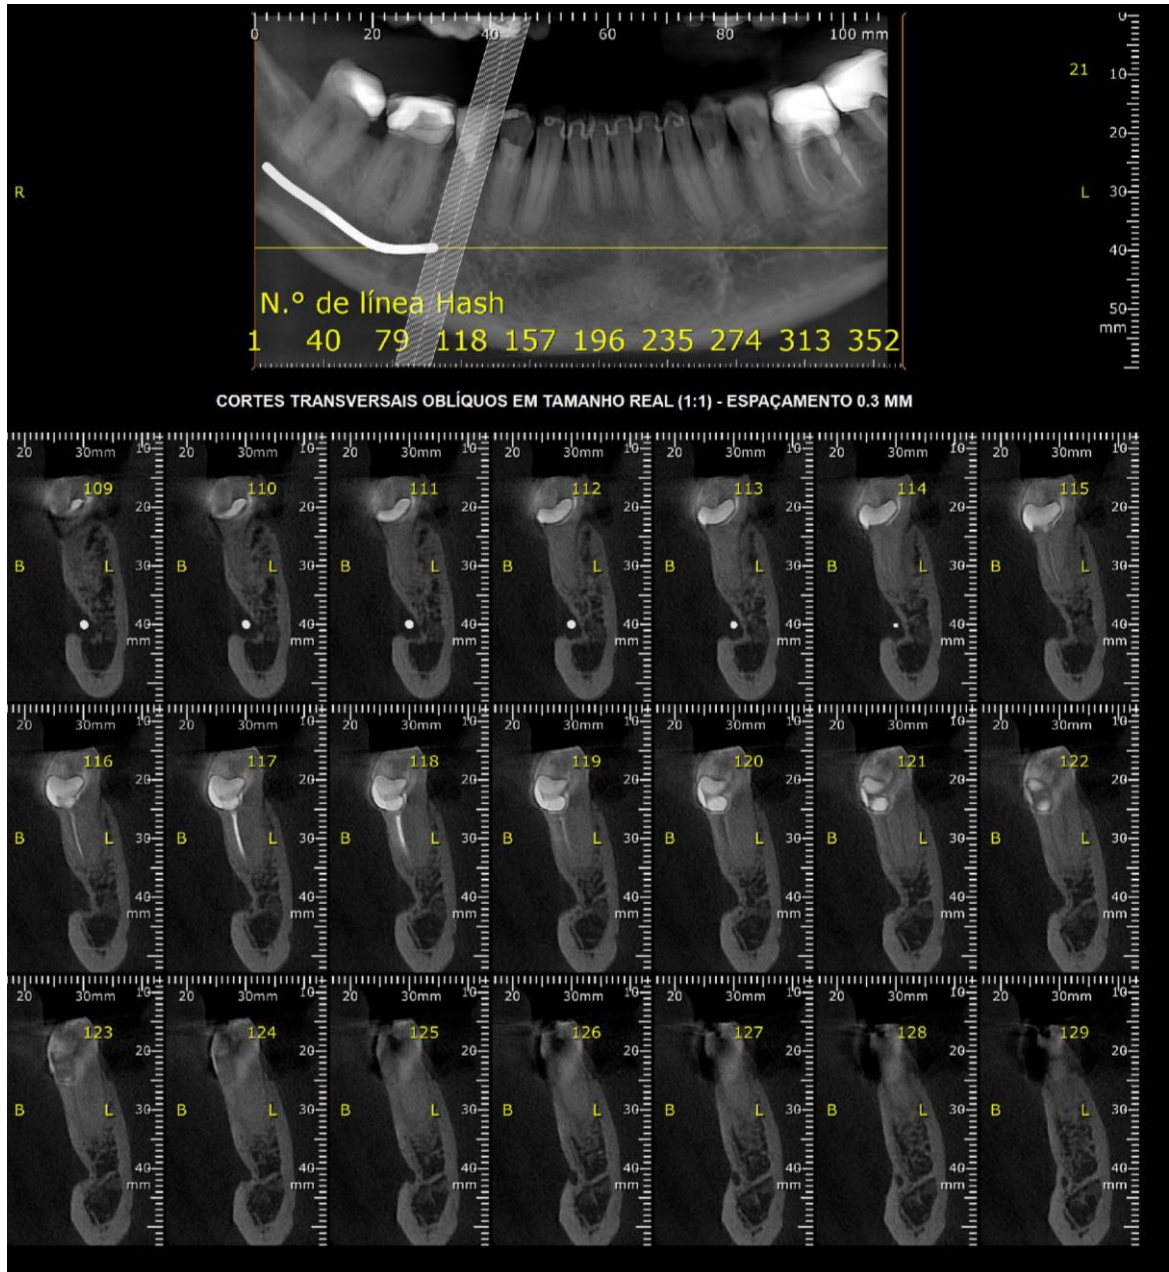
Tomografia computadorizada, cortes transversais na região do elemento 45 e reconstrução panorâmica mandibular. Realizada em 05 de outubro de 2017.
